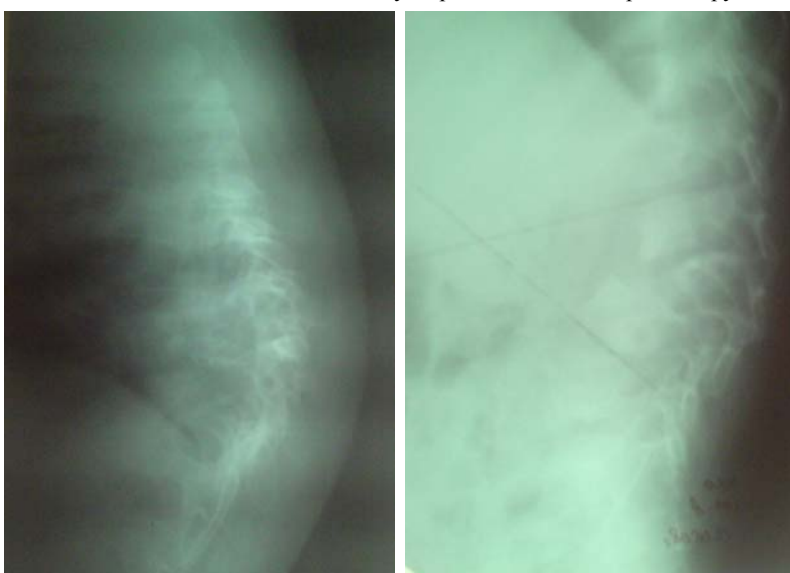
Боковая рентгенограмма грудно-поясничного отдела позвоночника ребенка А., 8 лет, туберкулезный спондилит L1-L2, через год после операции (а); через три года после операции (б), в зоне операции костный блок отсутствует, нестабильность позвоночника, угол кифоза II степени (31° по Cobb'a)
